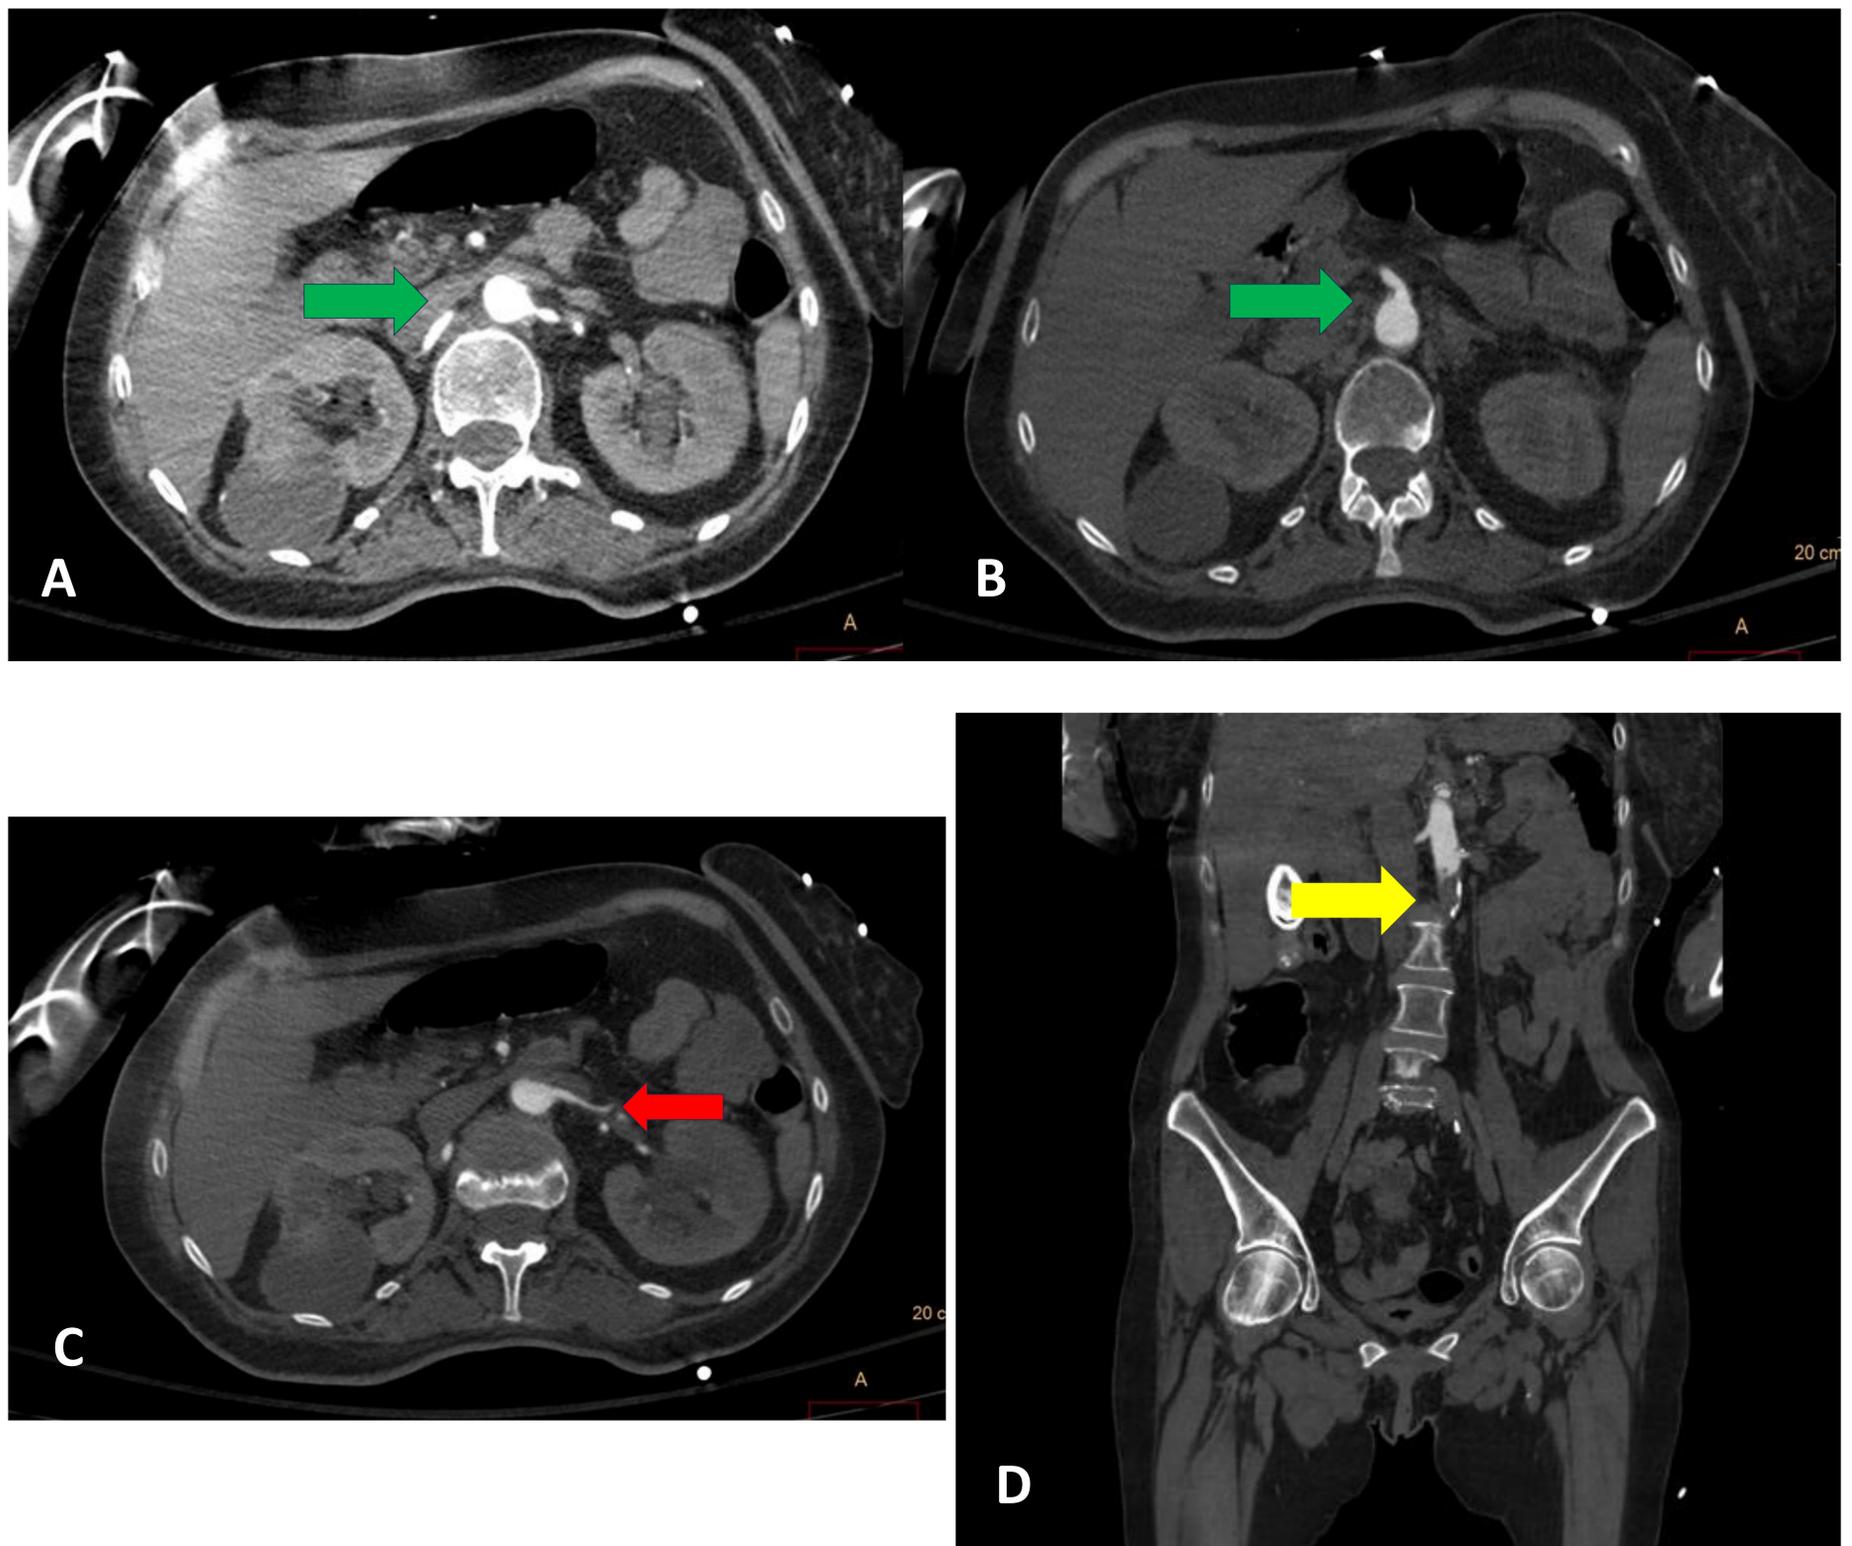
Angio TC de aorta abdominal realizada de forma urgente en una paciente de 62 años con factores de riesgo cardiovascular que ingresó por cetoacidosis diabética y FA de reciente diagnóstico, que posteriormente presentó cuadro brusco de livideces abdominales, ausencia de pulsos femorales y frialdad distal. Cortes axiales (A-C) y corte coronal (D). Se visualiza obstrucción completa, con ausencia total de paso de contraste en la luz aórtica inmediatamente por debajo de las arterias renales (D. Flecha amarilla). Se identifica paso filiforme de contraste en arteria renal izquierda (flecha roja). Origen del tronco celíaco y mesentérica superior permeables (A,B. Flechas verdes).
